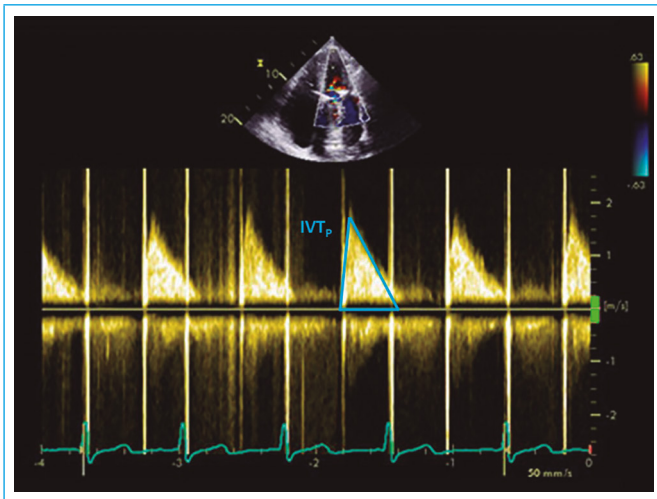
Registro con Doppler continuo de la integral velocidad tiempo de una prótesis mitral (IVT_p) desde el plano apical de cuatro cámaras
